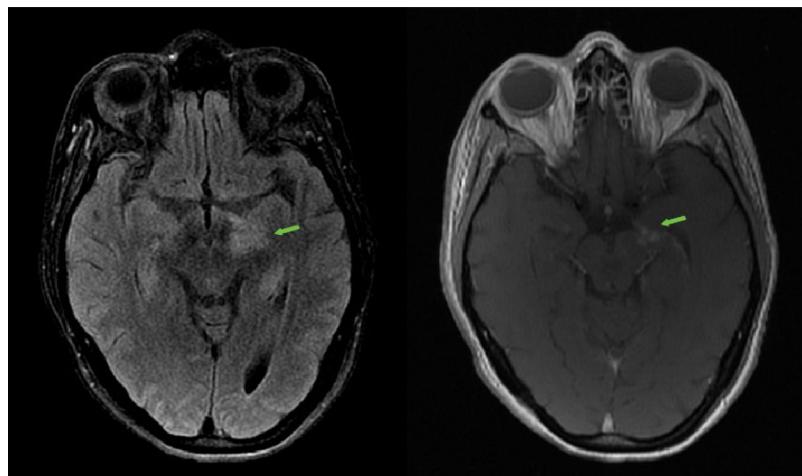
Izquierda: Cortes axiales, secuencia T2/FLAIR. Se observa una hiperintensidad en la región subtalámica izquierda que se extiende al uncus y la región parahipocámpica ipsilaterales. Derecha: Corte axial, secuencia T1 con contraste. Se identifica un realce nodular multifocal intralesional.
